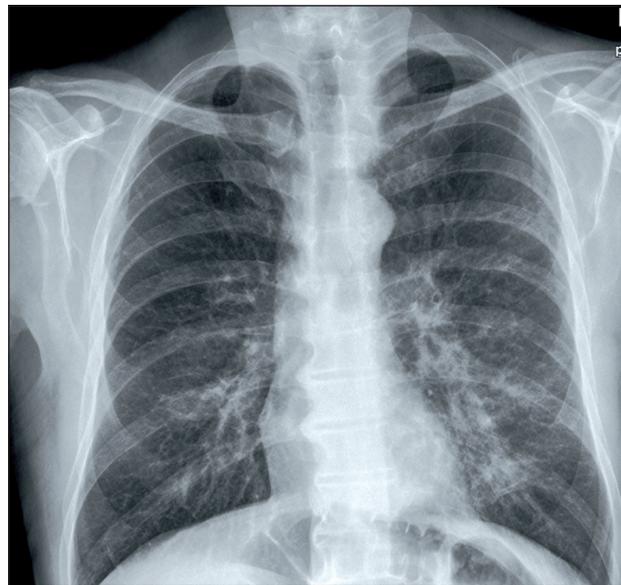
Röntgenbild des Thorax im Liegen. Retikuläre Verschattungen hiliär/perihiliär beidseitig sowie flächige Verschattung des Unterfeldes der linken Lunge, vereinbar mit einer atypischen Pneumonie.
